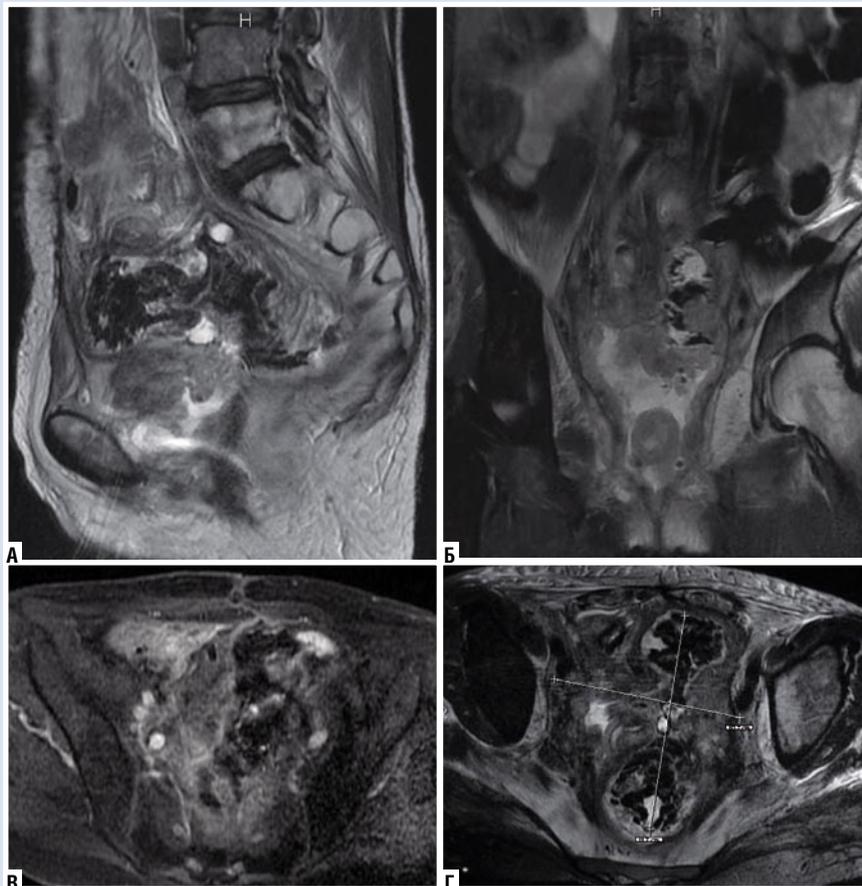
Пациентка М. МРТ малого таза в сагиттальной (а), корональной (б) и аксиальной проекциях (в–г) в режимах T2 ВИ (а), T2 FS (б, в) и 3D LAVA после введения КВ (г)
